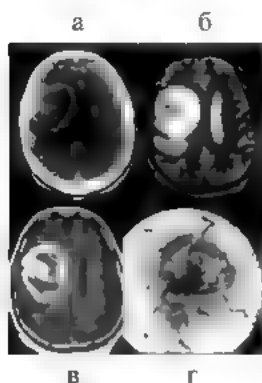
Злокачественная глиома (анapластическая астроцитома) левой лобной доли: а — КТ; б, в — МРТ, T1 и T2-взвешенные изображения; опухоль выглядит как зона гетерогенного сигнала с кистами в структуре
